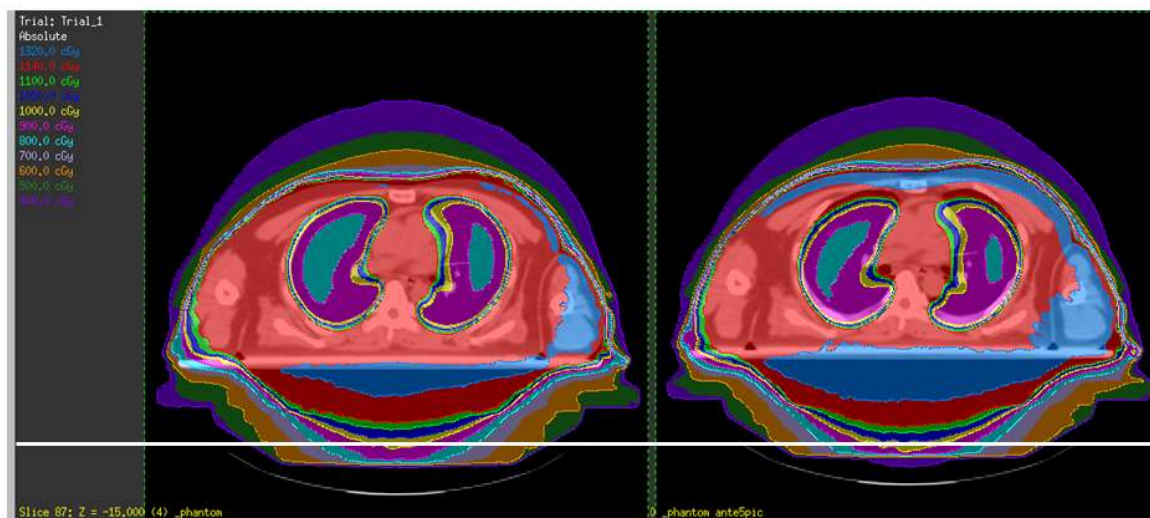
腹側へ 10 mm 移動させた CT へ照射した場合の線量分布の一例
